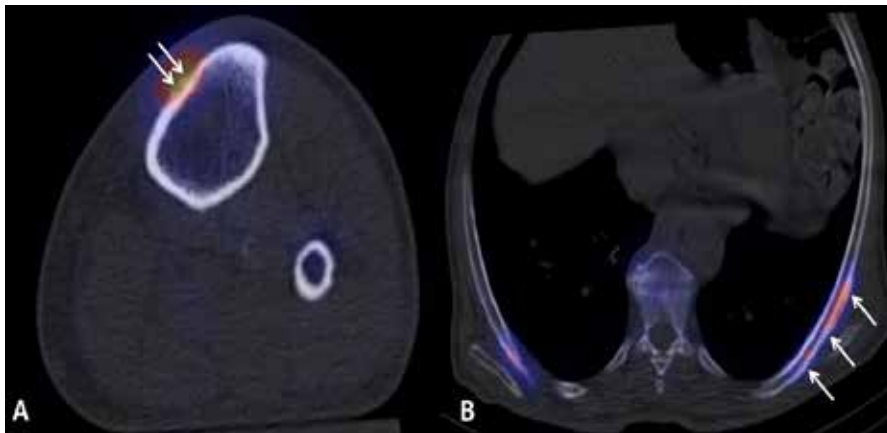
Axial projection of the SPECT/LDCT of the left tibia. The arrow directs towards a focal high uptake, corresponding to a local calcification of the periost.
